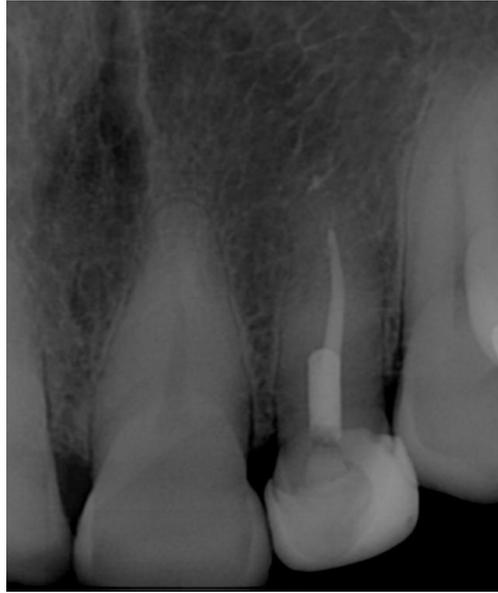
Radiografia periapical final de obturação endodôntica
